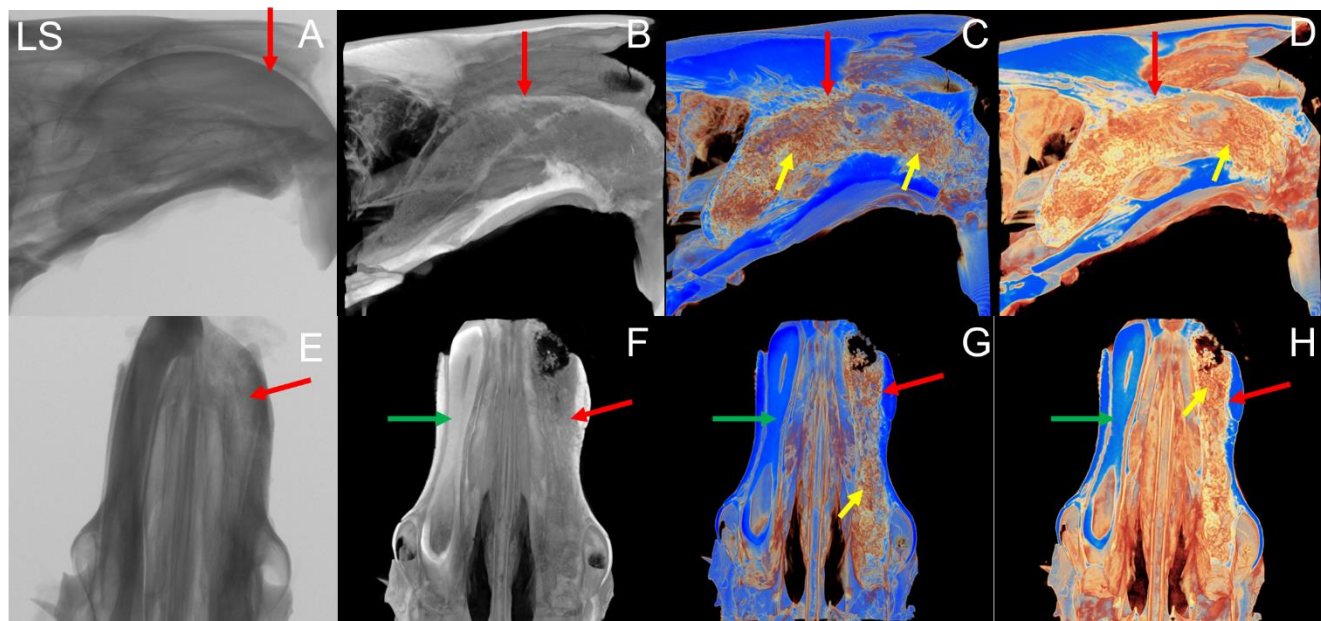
Microtomografia LS. (A) corte sagital bidimensional; (B) reconstrução sagital 3D, em escala preto e branco, mostrando paredes do alvéolo íntegras e ausência de remanescentes dentários; (C) reconstrução sagital 3D, em escala Blue, onde observa-se áreas mais escuras (setas amarelas), sugestivas de tecido ósseo imaturo, interposto por áreas mais claras, sugestivas de tecido conjuntivo; (D) reconstrução sagital 3D, em escala Trabecular; (E) corte axial bidimensional, mostrando toda área da amostra que foi escaneada; (F) reconstrução axial 3D, escala preto e branco, onde observa-se integridade das paredes do alvéolo; (G) reconstrução axial 3D, escala Blue, em região de terço médio, mostrando preenchimento do alvéolo; (H) reconstrução axial 3D, escala Trabecular, em região de terço médio. Setas vermelhas mostram paredes do alvéolo íntegras; Setas amarelas evidenciam áreas com tecido mais denso, sugestivas de tecido ósseo imaturo; Setas verdes mostram incisivo central do lado esquerdo
